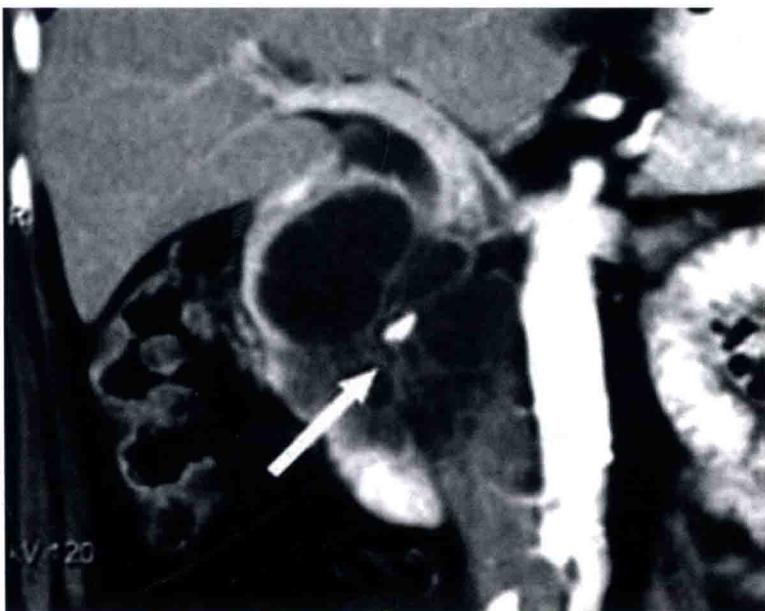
浆液性囊腺瘤:多个冠状平面重建图,增强 CT 扫描显示胰头部多囊性病灶,并可见胰腺局灶性微囊肿,同时也显示囊肿内中间隔和中央钙化灶(箭头)
